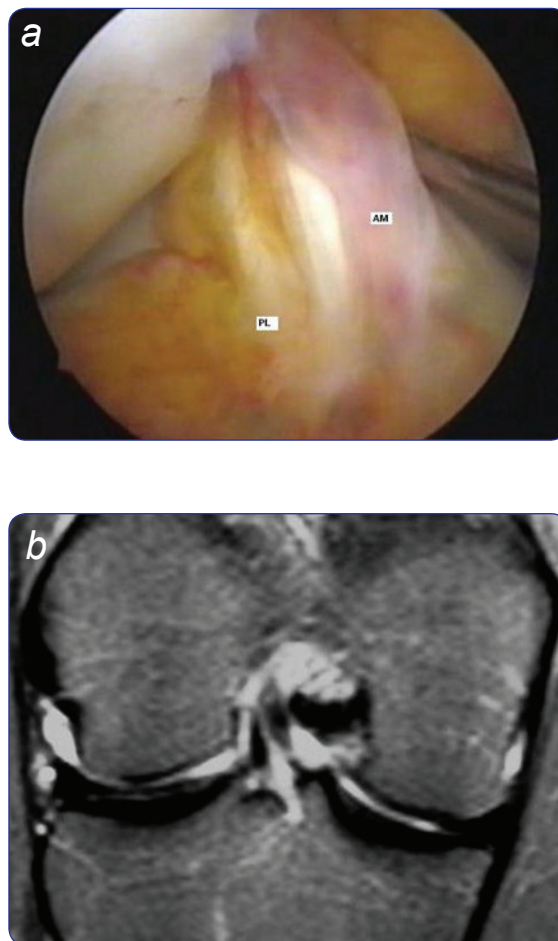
a) Imagen artroscópica del LCA sano en la que se identifican claramente sus dos haces: anteromedial (AM) y posterolateral (PL). b) Resonancia magnética del LCA sano en la cual se aprecian sus dos haces bien diferenciados.
